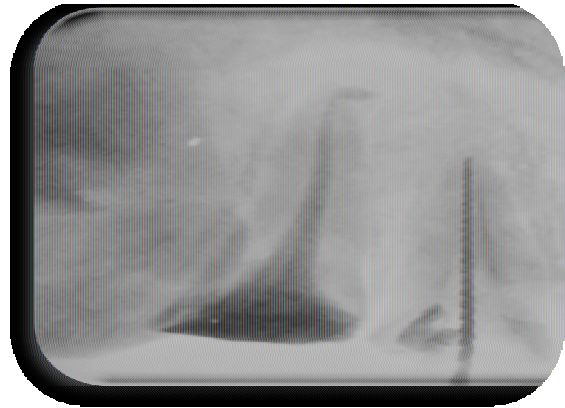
radiographie lime en place de 11 et l'obturation canalaire de la 12
